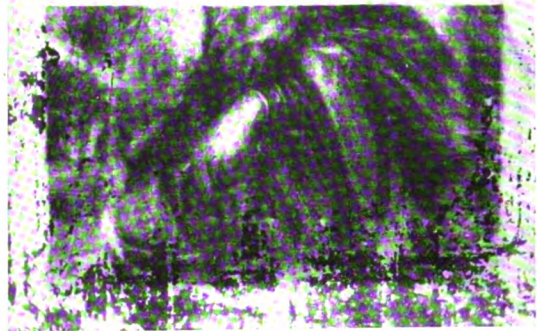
Radiographie du tableau. — Importants dégâts (restaurés) dans le bas de la toile. Flocons nuageux autour de la tête de la Vierge appartenant probablement à un fond ancien.
